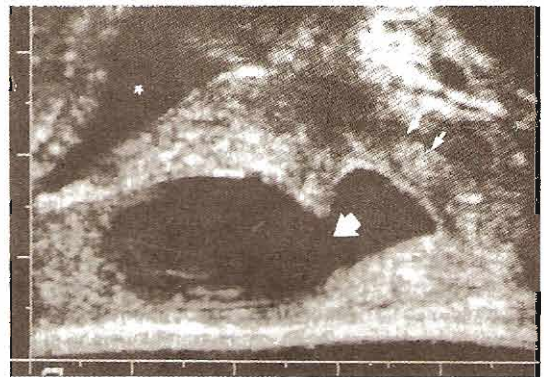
Ultrasonografía transrectal en un varón con volumen eyaculatorio de 0.5 mL, cuenta espermática de 700 000 millones/mL, y movilidad de 5 por ciento. Quiste del conducto eyaculatorio (flecha blanca); uretra (doble flecha blanca); vejiga (asterisco).
